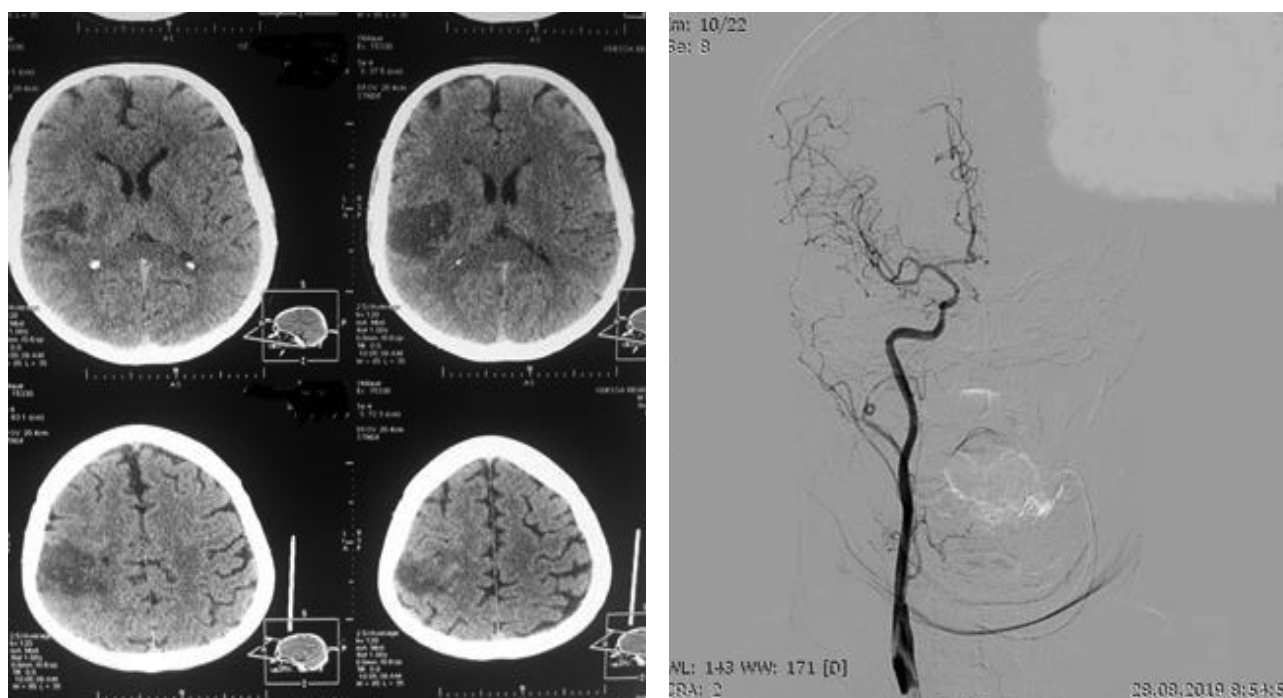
Хворий І. Післяопераційні КТ головного мозку та трансфеморальна ЦАГ правої загальної сонної артерії
